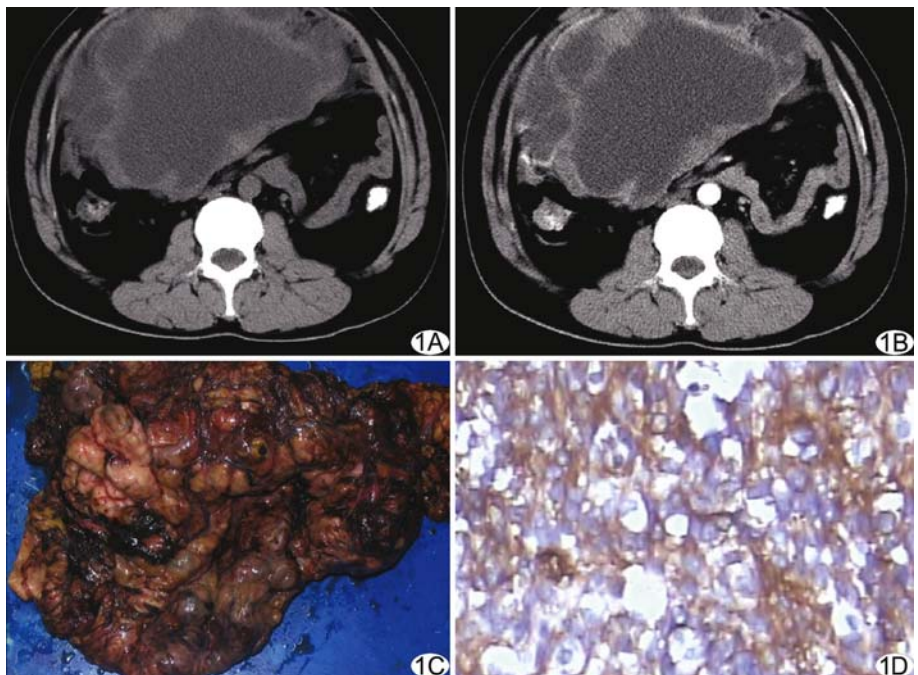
患者男,31 岁,中上腹 SFT,腹部明显增大 3 年余 A. CT 平扫见中上腹 19.6 cm×16.8 cm×7.5 cm 巨大囊实性占位病变,呈分叶状,边界尚清,有多发分隔,囊性部分 CT 值约 21 HU,包膜及分隔 CT 值约 47 HU; B. 增强扫描动脉期囊性部分无强化,包膜及分隔轻度强化,CT 值约 55 HU,术前考虑为恶性间叶性肿瘤; C. 大体图片示肿瘤不规则,呈多发大小不等结节状突起,突起最大处直径约 3 cm,切面呈灰白、灰红、灰褐色; D. CD34 免疫组织化学检查,棕色为阳性细胞(DAB,×200)
